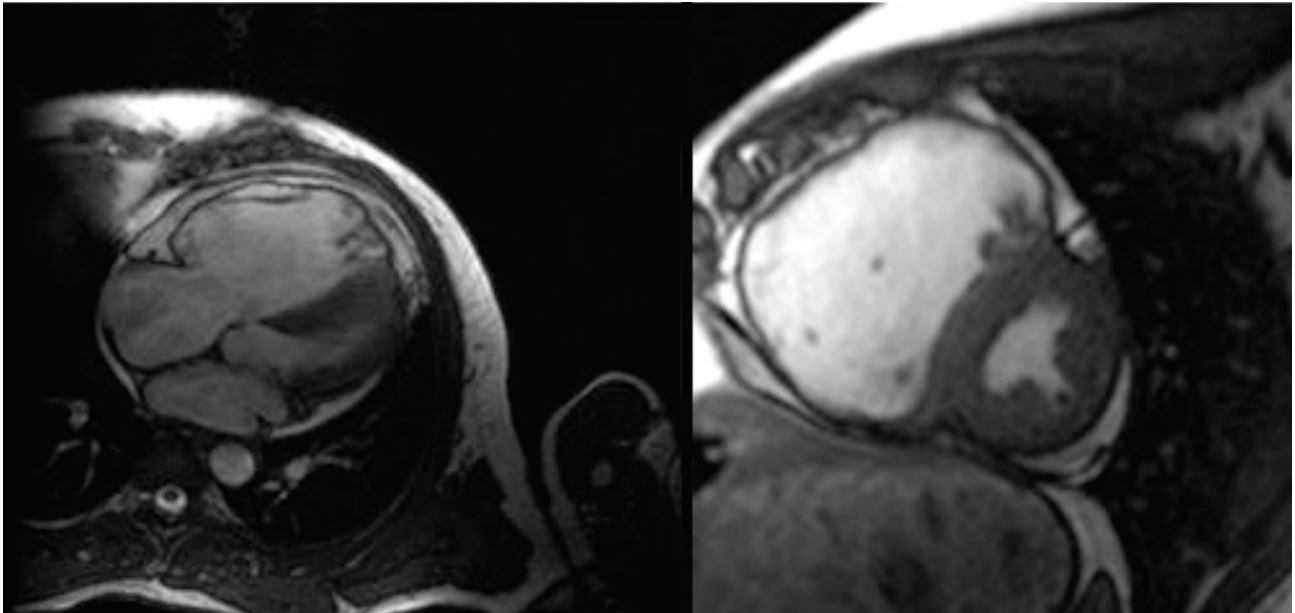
Ressonância magnética em corte apical quatro câmaras e paraesternal eixo curto mostrando dilatação, hipocinesia e afinamento da parede do ventrículo direito em paciente com displasia arritmogênica do ventrículo direito (mesmo paciente da Figura 5).
